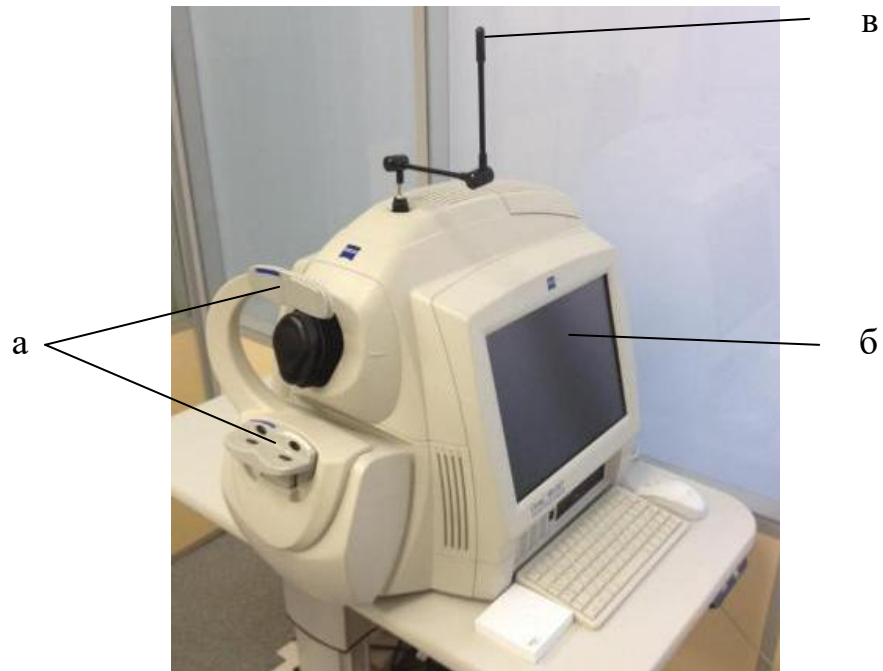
Оптический когерентный томограф Cirrus HD – OCT 4000
